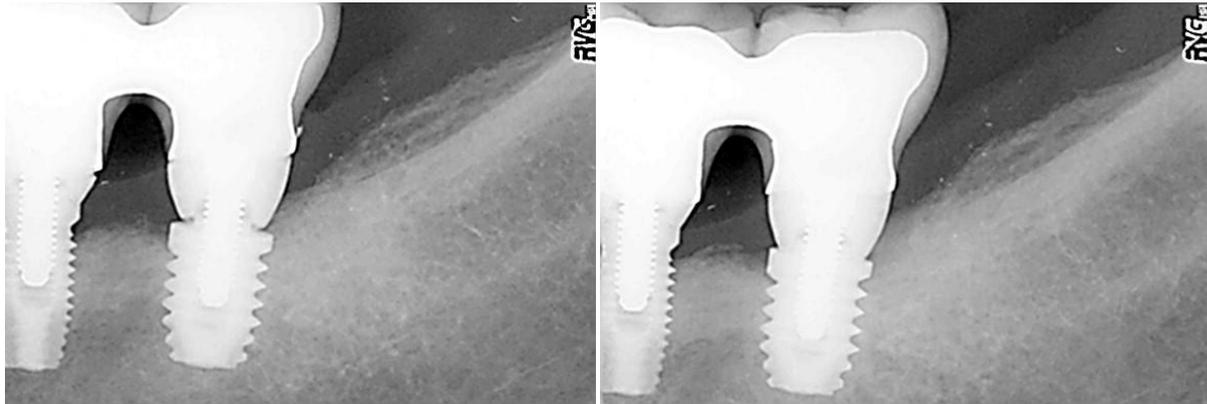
Implant avec pilier standard et pilier à platform switching au moment de la mise en place des couronnes (radiographie de gauche) et un an après (radiographie de droite).
